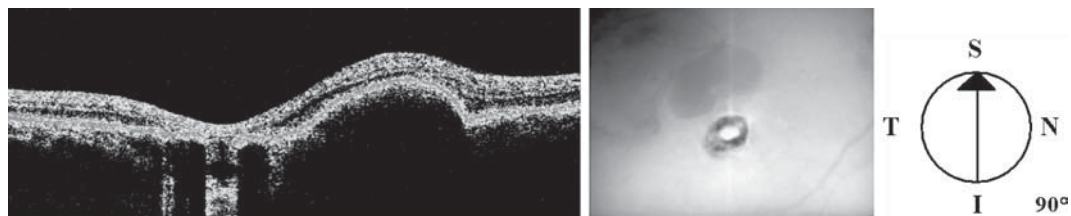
Оптическая когерентная томография (скан 90°) пациентки К при первичном осмотре.
